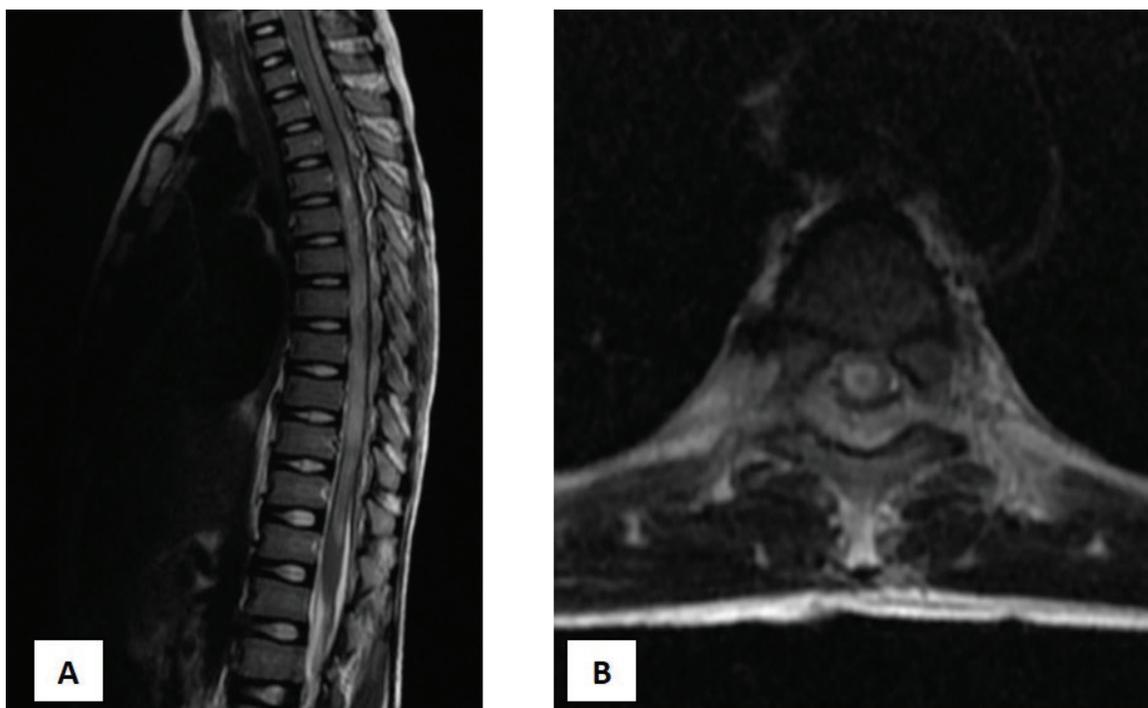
Resonancia magnética de columna dorsal del caso descrito. A. Corte sagital ponderado en T2: alteración de la intensidad de señal del cordón medular dorsal de aspecto heterogéneo, con comportamiento predominantemente hiperintenso desde aproximadamente de T3 hasta T12 (flechas blancas). B. Corte transversal ponderado en FLAIR: hiperintensidad de señal del cordón medular dorsal comprometiendo casi la totalidad de diámetro transversal del segmento, de aspecto expansivo, central (flecha blanca).
